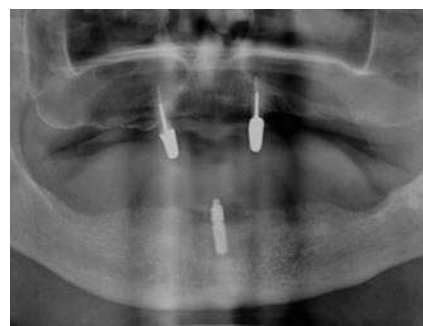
Radiografía panorámica tras la colocación del implante (caso 2).
